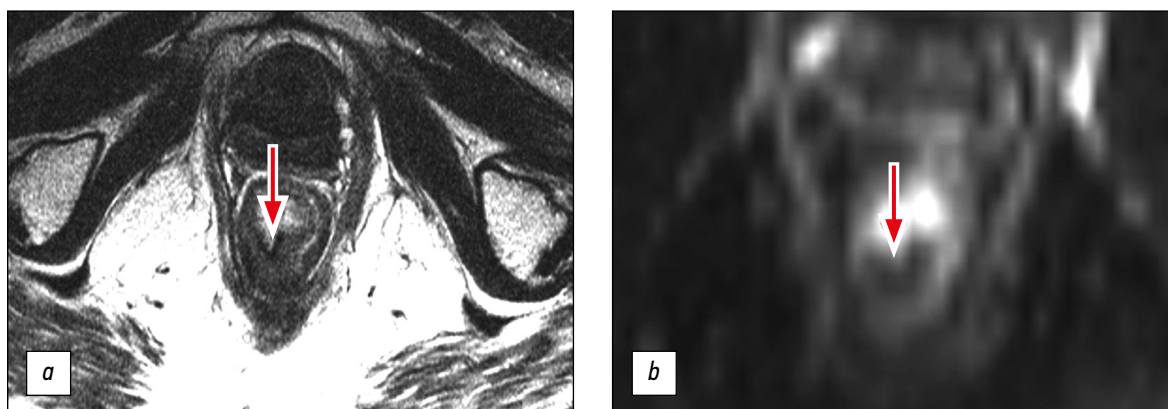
Магнитно-резонансная томография опухоли нижеампулярного отдела прямой кишки до начала лечения, mT3a: a — T2-ВИ; b — диффузионно-взвешенное изображение. Опухоль обведена.
